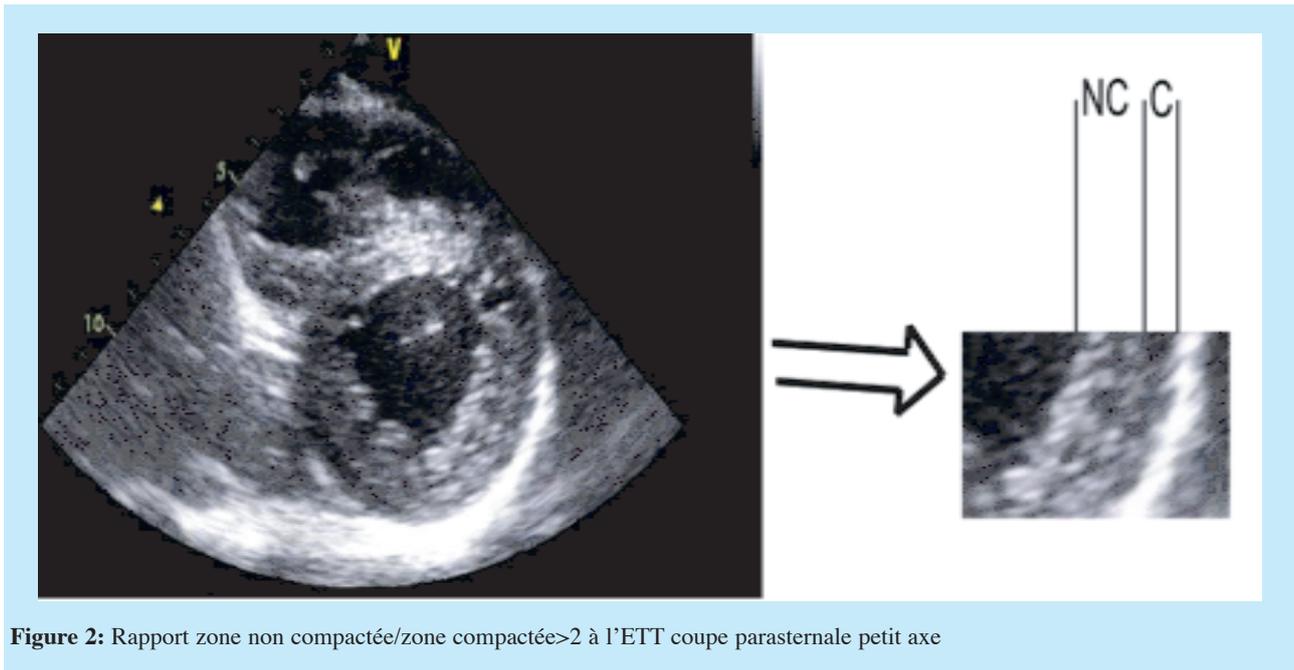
Rapport zone non compactée/zone compactée > 2 à l'ETT coupe parasternale petit axe
